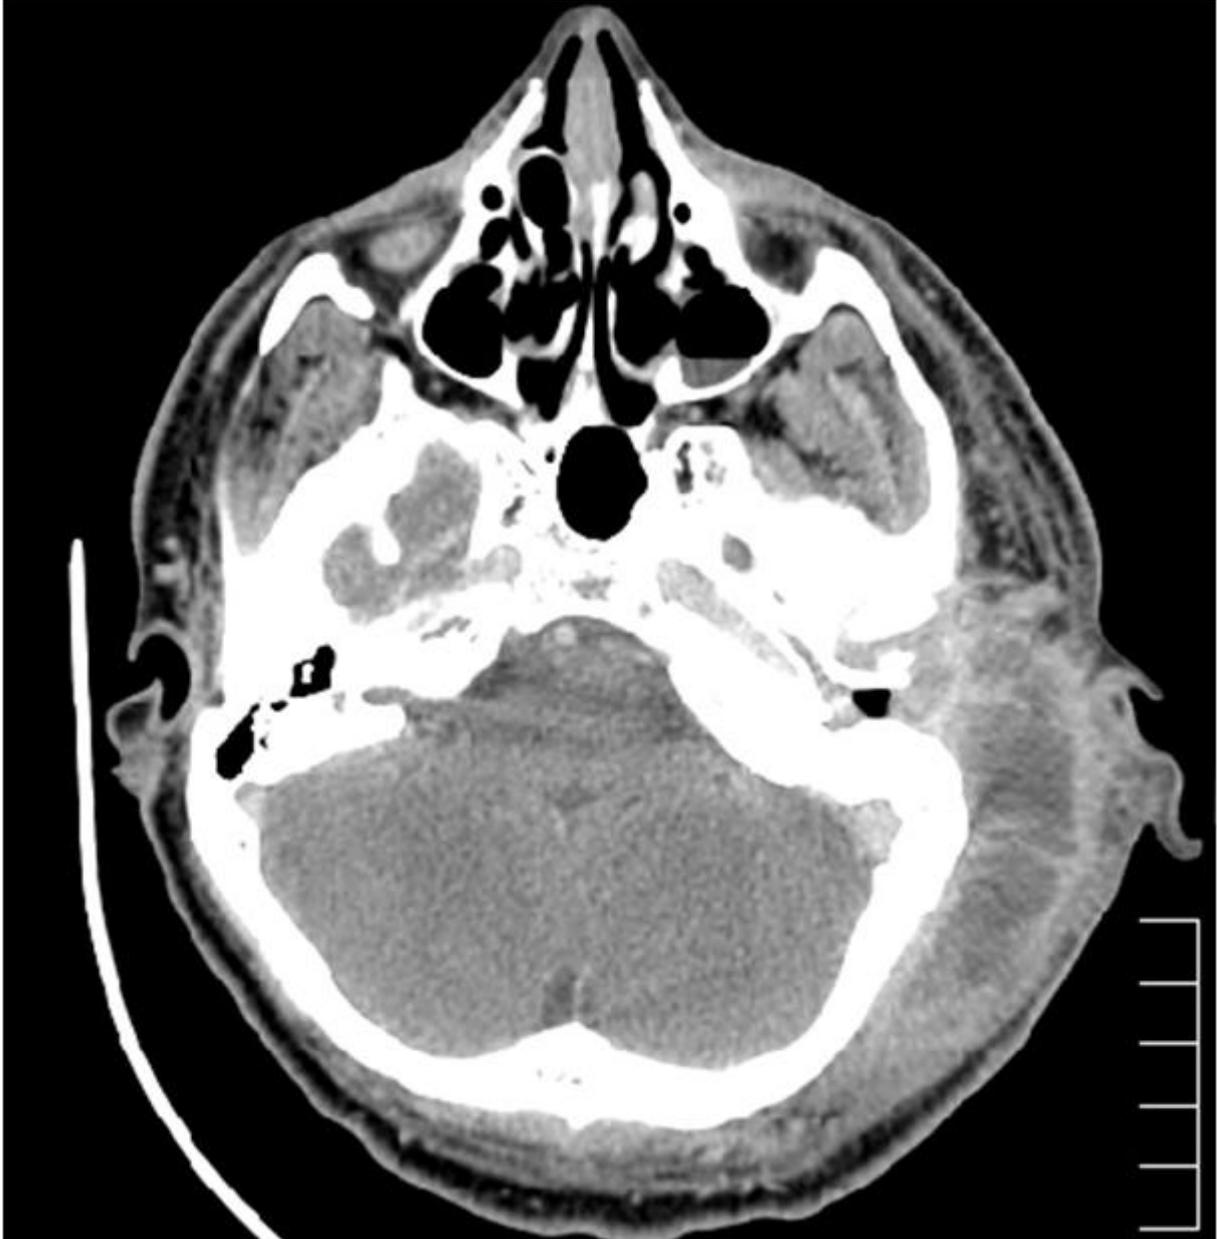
TC axial crânio-encefálica de ouvido: Ouvido médio e cavidade mastóideia esquerda preenchidos por material com densidade tipo tecidos moles, sem pneumatização.
